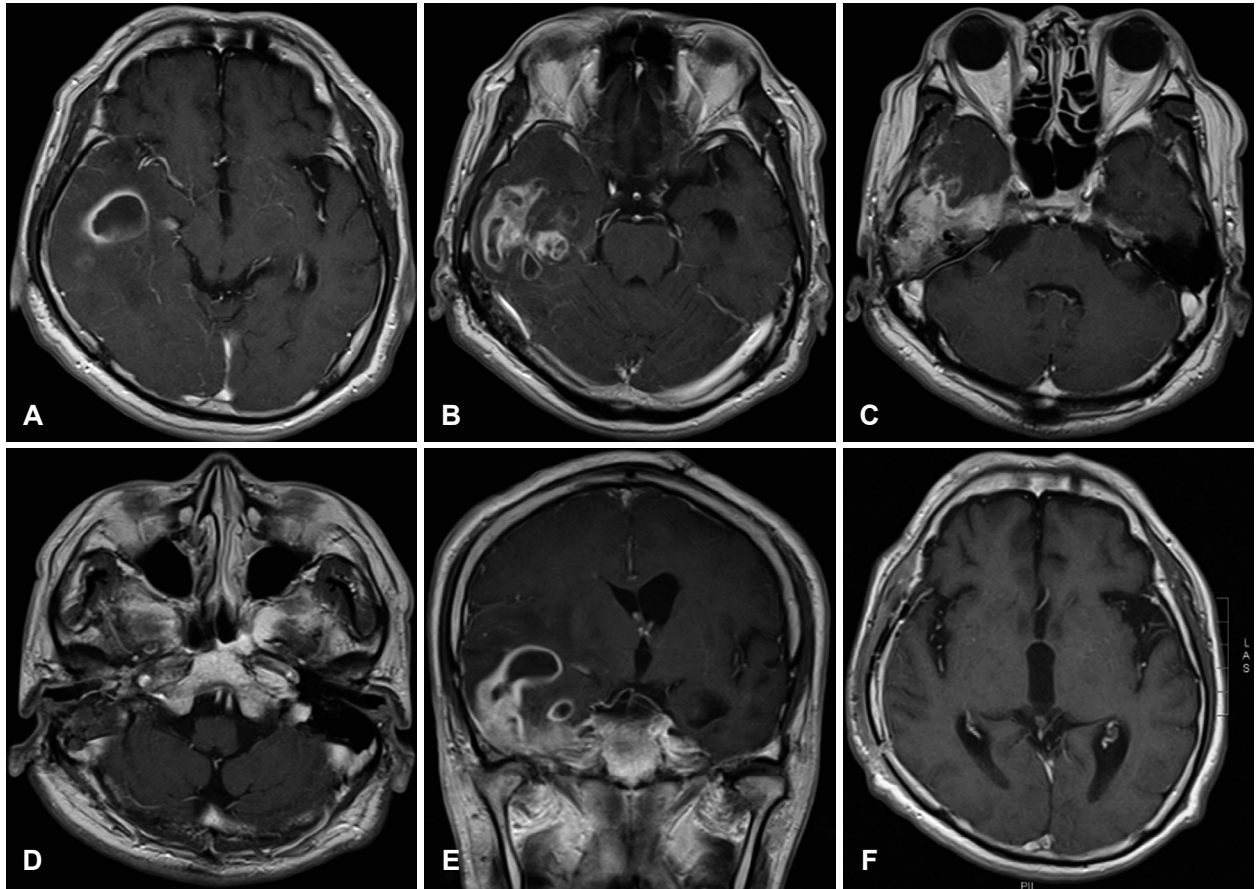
The axial (A-D) and coronal (E) images of magnetic resonance imaging of brain. There is a huge abscess formation in right temporal lobe of brain. And, the brain abscess is reduced after the surgery (image of 1 month later, F).
